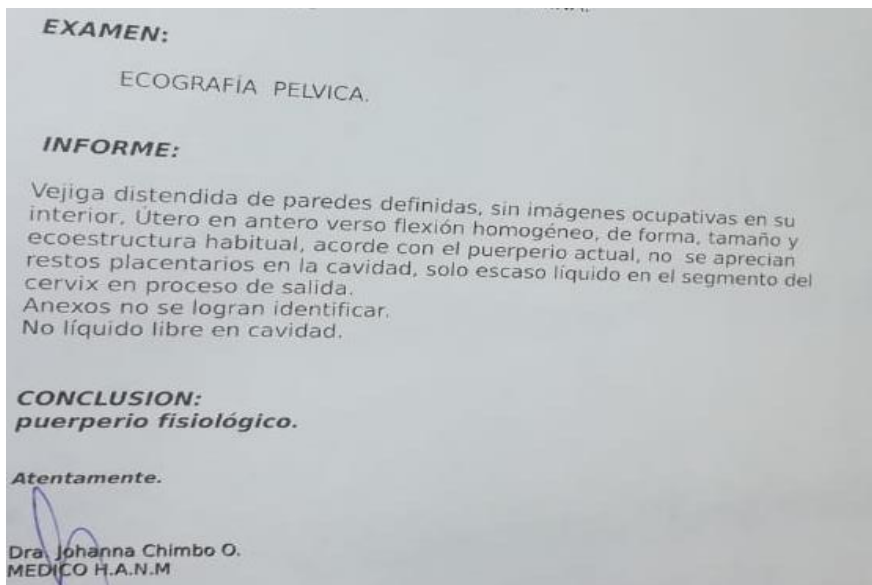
Reporte de ecografía posterior a la revisión manual de la paciente.
